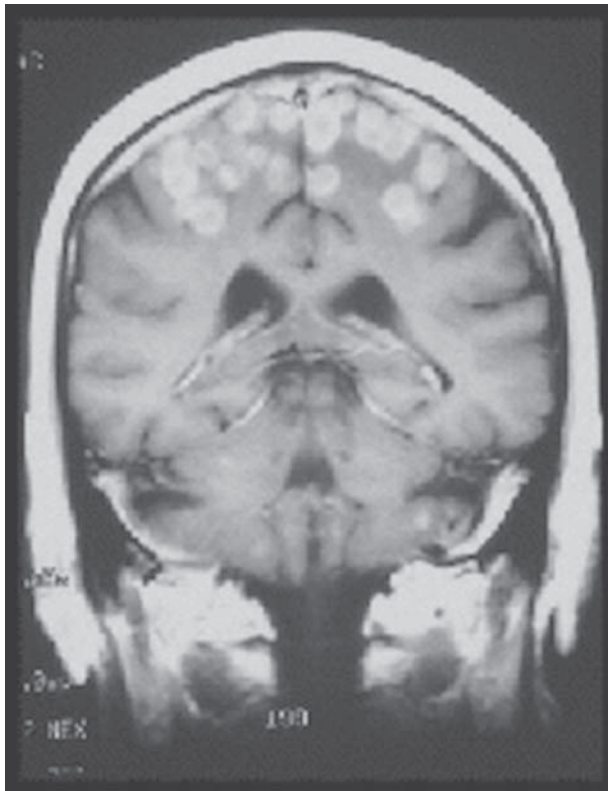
Metástasis cerebrales. Imágenes por resonancia magnética (IRM) con técnica de T1 con gadolinio en el plano coronal mostrando múltiples metástasis en un paciente con cáncer de pulmón (A). El paciente falleció dos semanas después del diagnóstico. En el estudio macroscópico se observan las metástasis (B).
